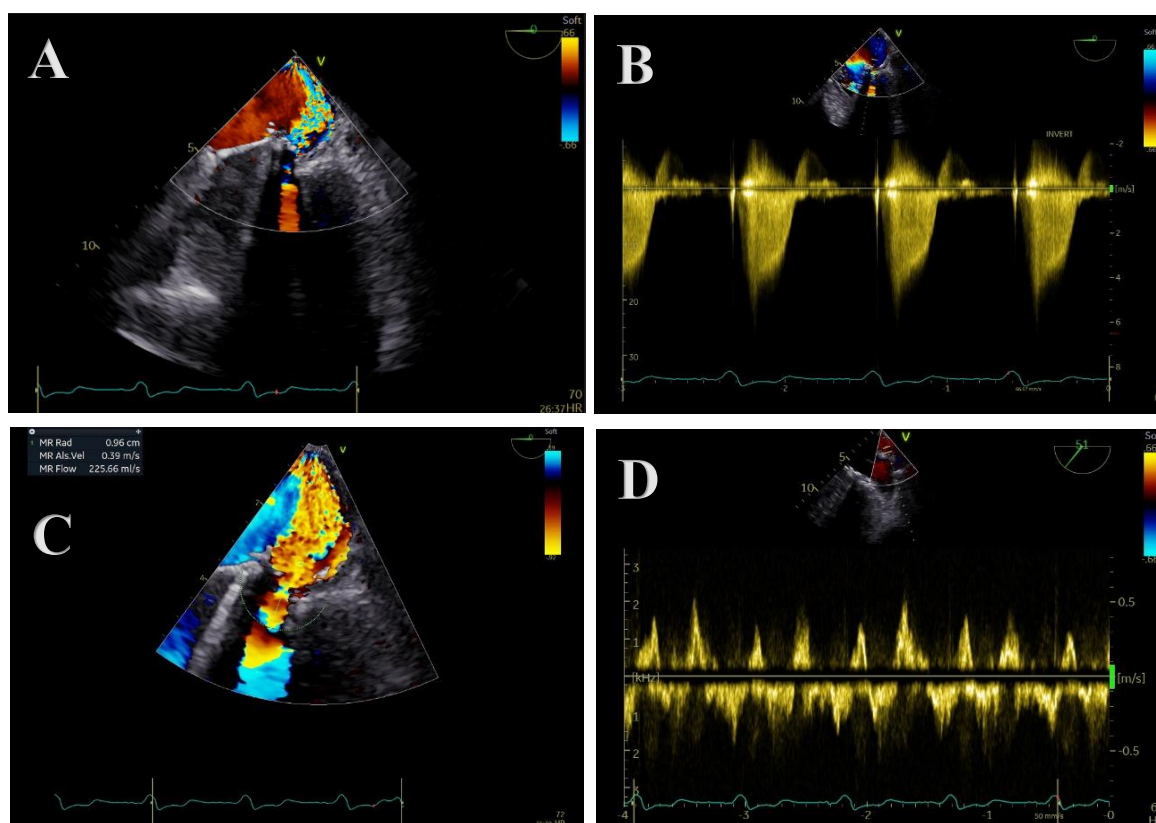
Vista midesofágica a evidenciar *leak* periprotésico mitral (A) modo *Doppler* cor (B) fluxo de *Doppler* contínuo de insuficiência periprotésica (C) cálculo da insuficiência periprotésica pelo método de PISA (D) fluxo de *Doppler* pulsado na veia pulmonar superior direita.
